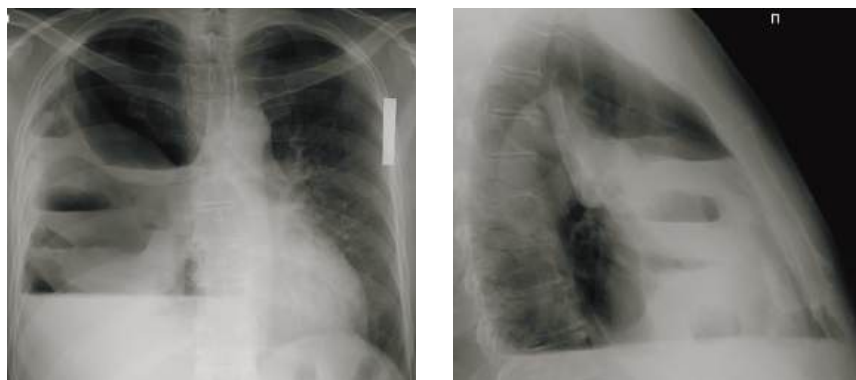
Обзорные рентгенограммы при многокамерном частично свернувшемся гемопневмотораксе справа при закрытой травме груди
